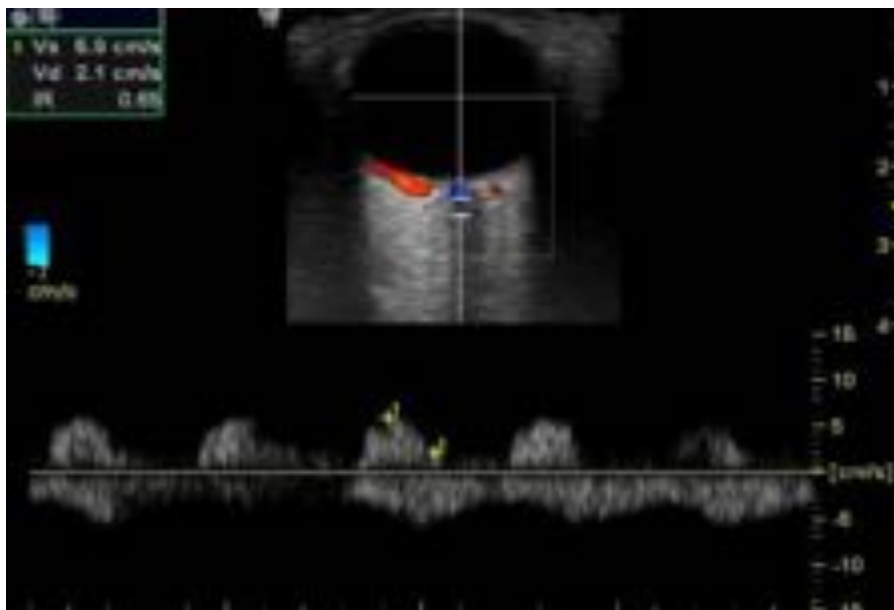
Doppler color y pulsado de la arteria central de la retina con los valores sistodiastolicos e IR. Observe la morfología espectral que corresponde a un patrón de baja resistencia.
